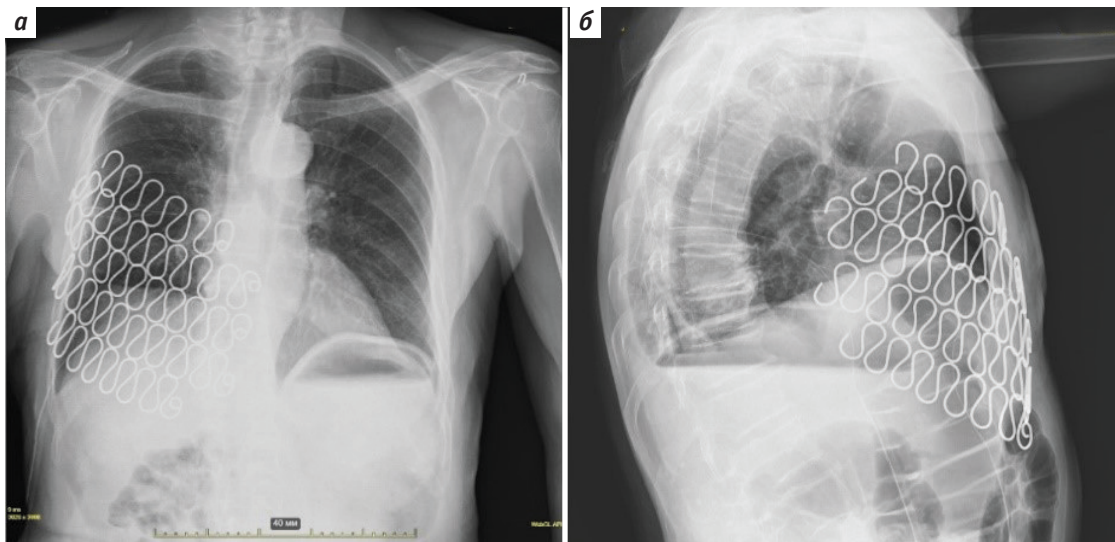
Рентгенография органов грудной клетки на 2-е сутки после операции: а – прямая проекция; б – боковая проекция
